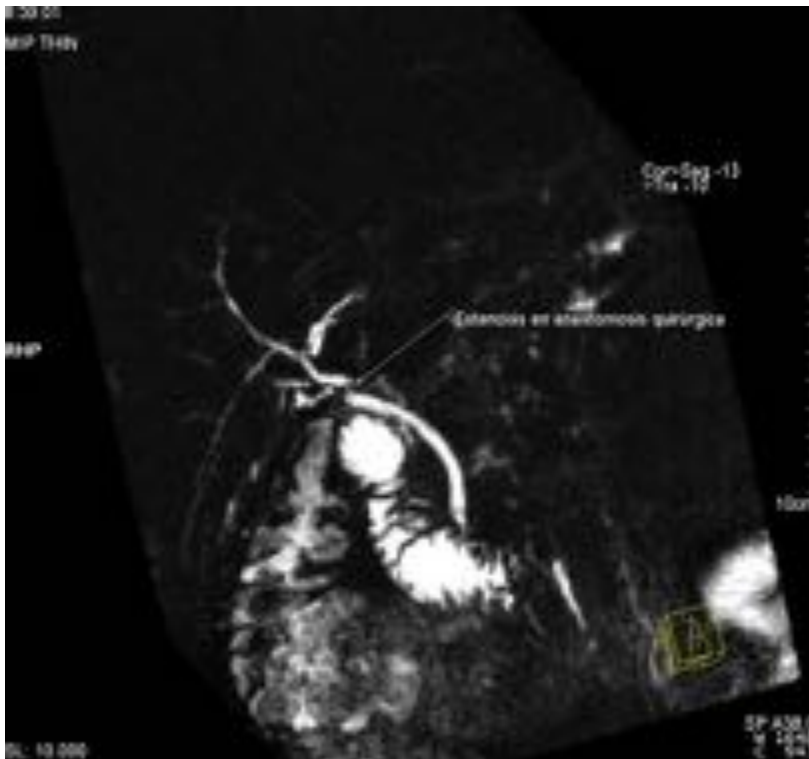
Colangio-RM en paciente trasplantado que muestra estenosis filiforme a nivel de anastomosis quirúrgica. Colédoco de calibre y señal normal.
